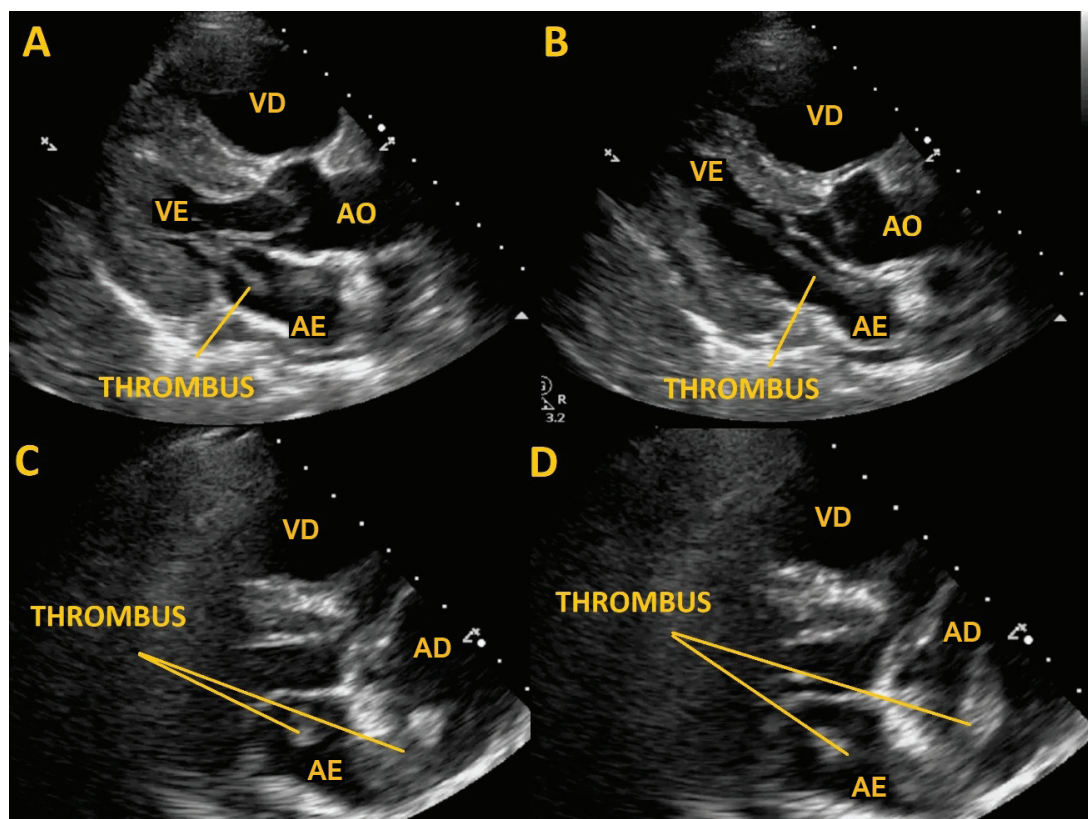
Ecocardiograma transtorácico. Painéis A, B – vista do eixo longo paraesternal mostrando trombo grande serpiginoso estendendo-se do átrio esquerdo, através da válvula mitral, ao ventrículo esquerdo. Painéis C, D – vista modificada de 4 câmaras mostrando as câmaras cardíacas direitas aumentadas e o trombo móvel que se estende do átrio direito ao átrio esquerdo, cruzando uma comunicação interatrial, através da válvula mitral. AO: aorta; AE: átrio esquerdo; AD: átrio direito; VE: ventrículo esquerdo; VD: ventrículo direito.
